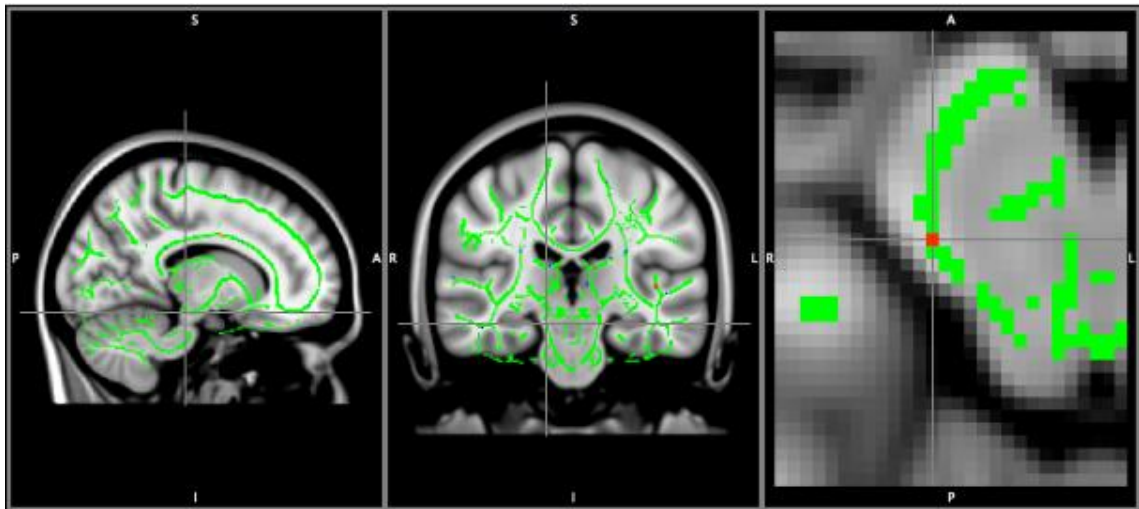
Cortes sagital, axial y coronal de cerebro por Resonancia Magnética. Mediante análisis por Fracción de Anisotropía/TBSS (esqueleto de sustancia blanca), se observan las regiones con aumento del valor esperado con respecto al grupo control (medidas como variación en la intensidad del voxel) en la sustancia blanca (puntos en rojo). El acercamiento muestra lesiones en el Pedúnculo Cerebral derecho. Fuente: Directa.
